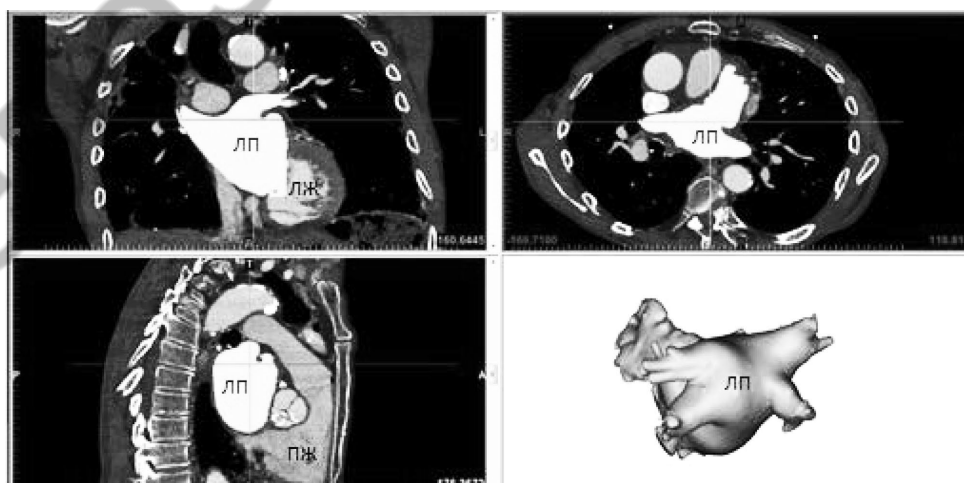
Сегментация МРТ-снимков сердца (прямоугольные проекции левого предсердия для выделения объема крови. Как только границы левого предсердия будут корректно очерчены ПО создаст виртуальную 3D-модель объема крови)
